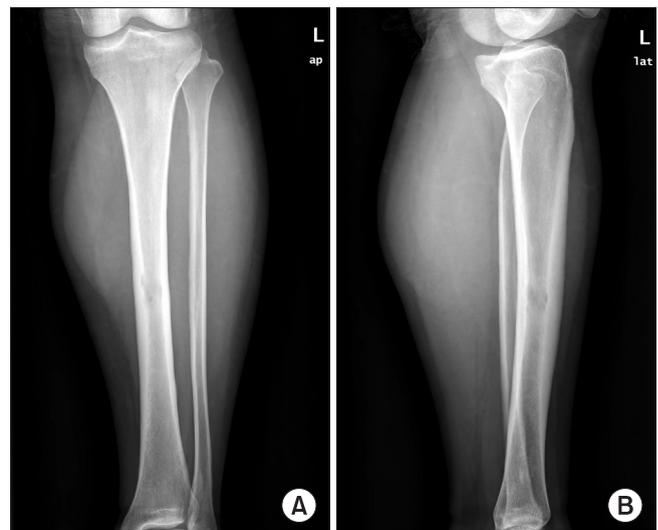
Anteroposterior view (A) & lateral view (B) of plain radiographs of left tibia show osteolytic bony lesion with endosteal scalloping.
